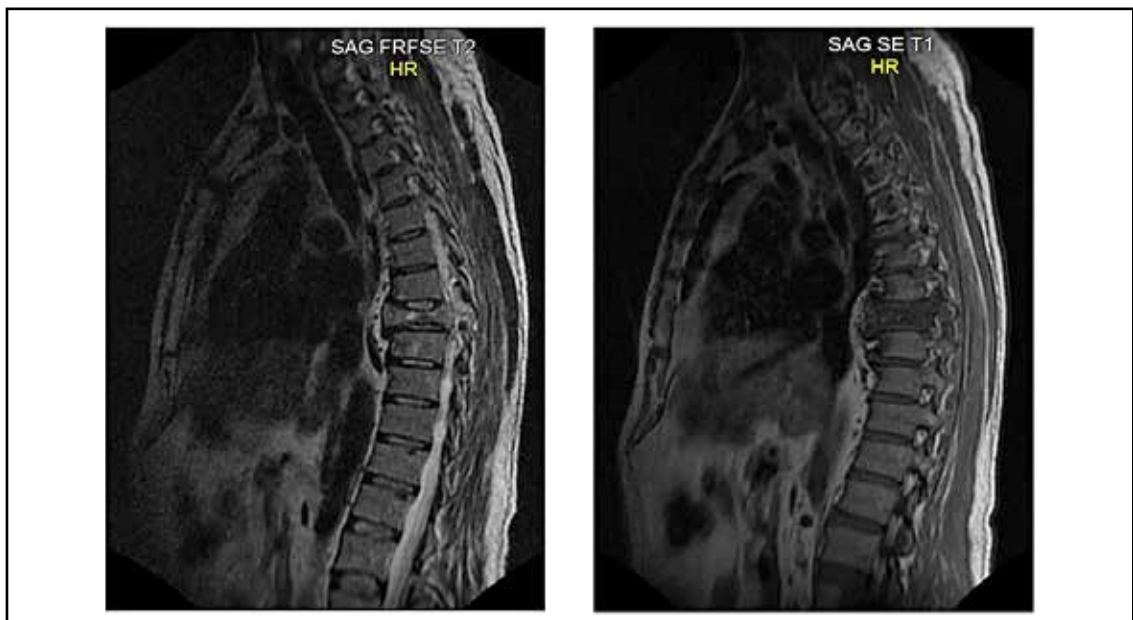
Resonancia magnética de columna dorsal. Aplastamiento en forma de pez de la octava vértebra dorsal con compromiso medular segmentario.
